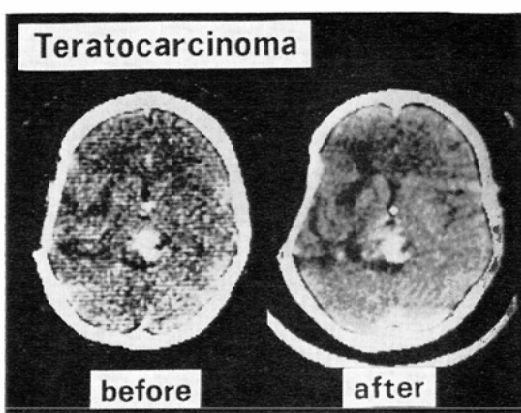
Teratocarcinoma recurrence in the pineal region in 14-year-old boy. CT scan taken after radiation therapy (4000 rad) shows no apparent decrease in tumor size compared to that taken before irradiation. A shunt tube in the right lateral ventricle is seen.
